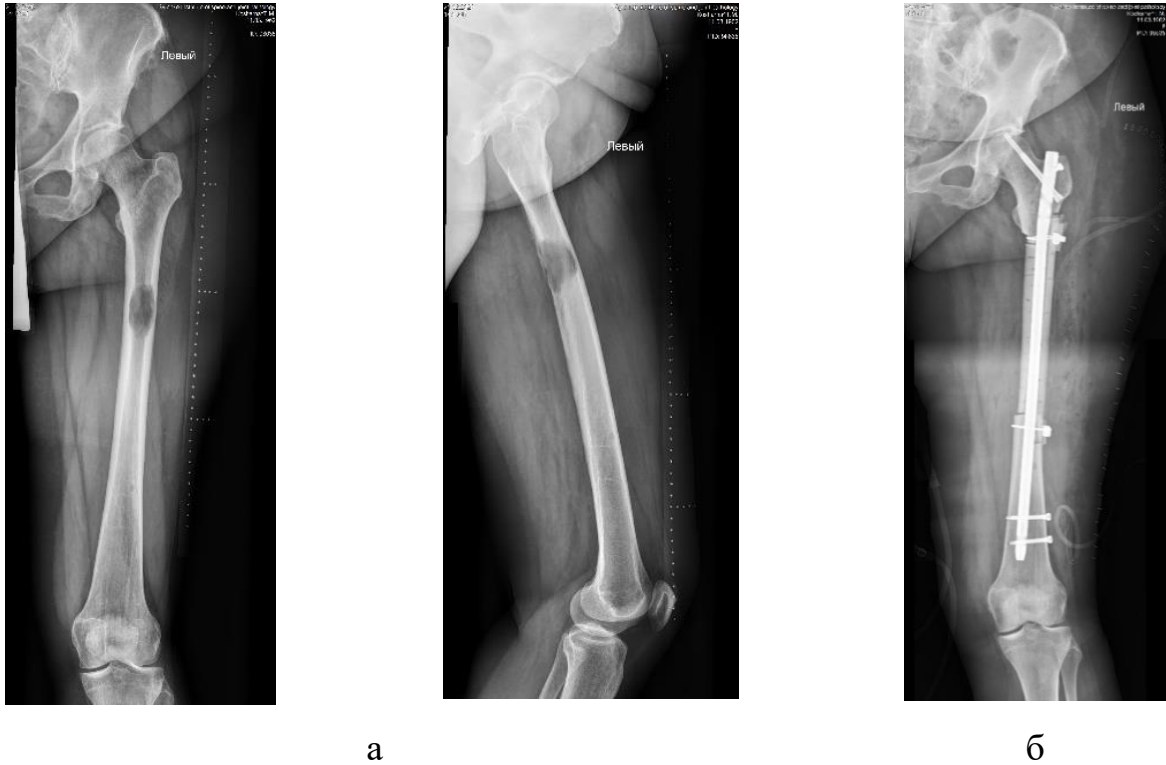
Фотовідбитки рентгенограм лівого стегна пацієнтки К., 58 років (історія хвороби № 98635) до (а) та після (б) хірургічного втручання: а) метастатичне літичне ураження діяфізу лівої стегнової кістки; б) після заміщення післярезекційного дефекту діяфізу стегнової кістки сегментарним алоімплантатом з фіксацією інтрамедулярним блокуючим стрижнем
